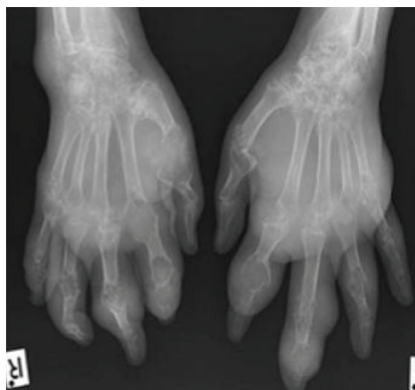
Хроническая тофусная подагра. Типичные рентгенологические признаки хронического подагрического артрита, тофусы, уплотнение окружающих тканей
